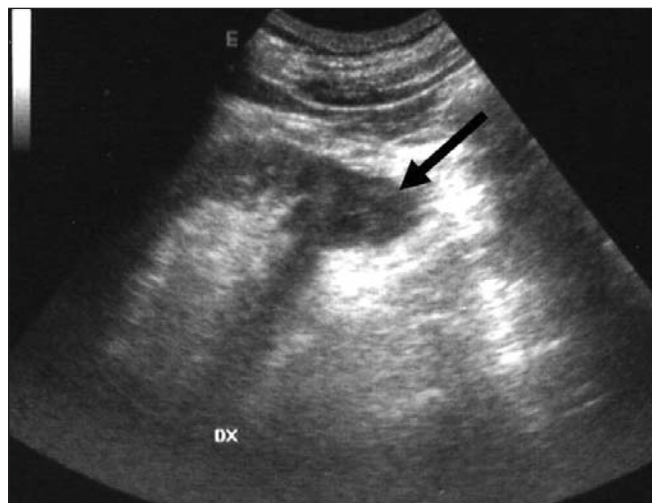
Ecografia eseguita al ricovero. Presenza di un'area anecogena a contorni irregolari che circonda il polo inferiore del rene di destra.
